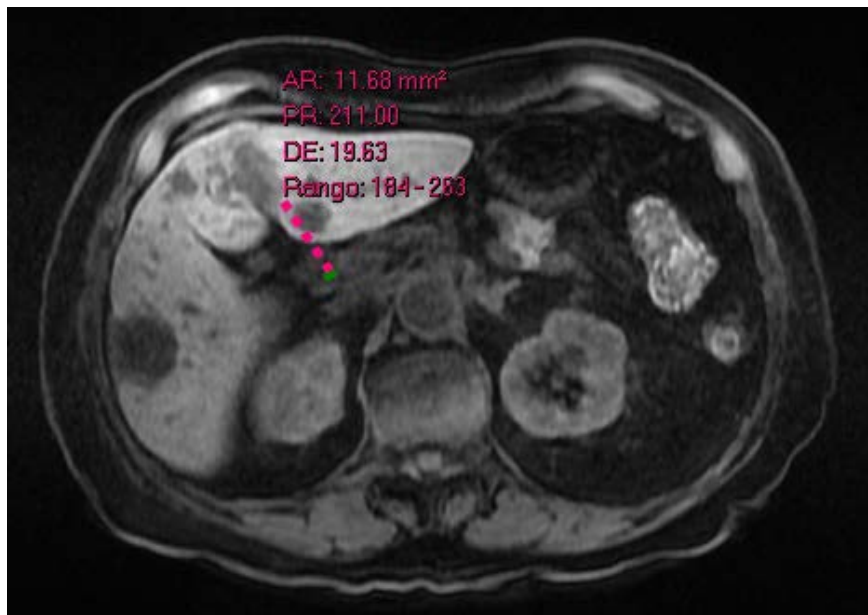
Corte axial de resonancia magnética de hígado secuencia T1 en fase simple. Medición del colédoco, el cual muestra valor promedio de 211 pixeles.
